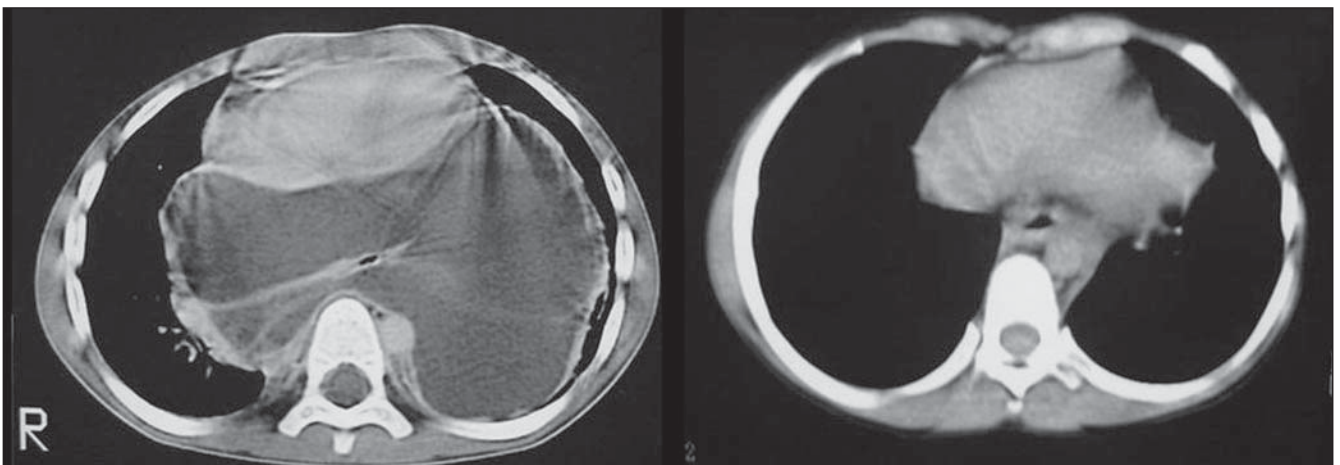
Paciente do sexo masculino, 6 anos de idade. TC mostrando imagem hipodensa no mediastino posterior envolvendo aorta e esôfago e estendendo-se para os campos pulmonares. Apesar do tamanho da lesão, não há sinais de redução luminal significativa da aorta descendente. Achados compatíveis com higroma cístico, notando-se importante redução deste após um ano.
